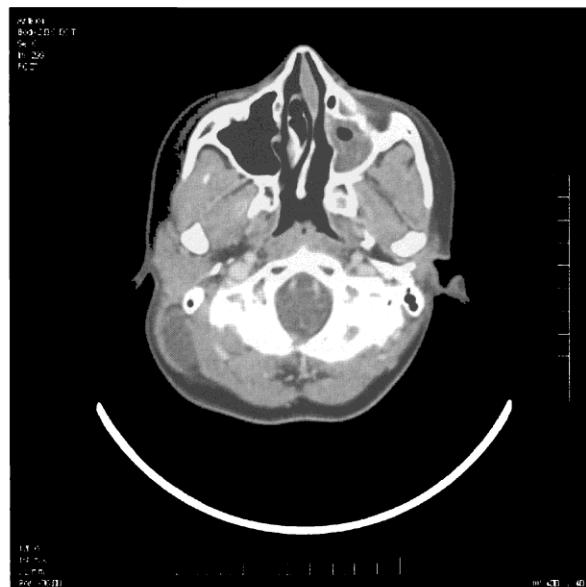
Contrast Enhanced CT showing recurrent cystic hygroma
